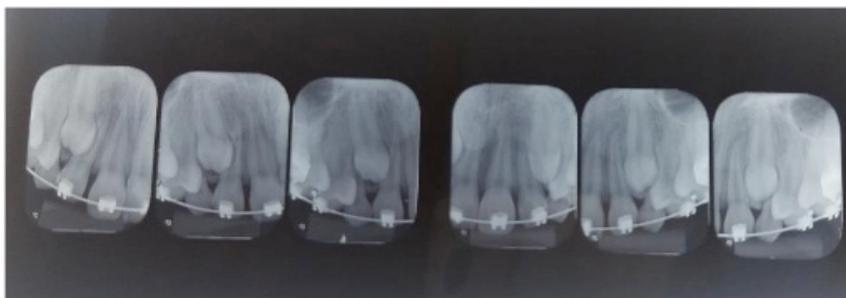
Radiografias periapicais na técnica de Clark.
